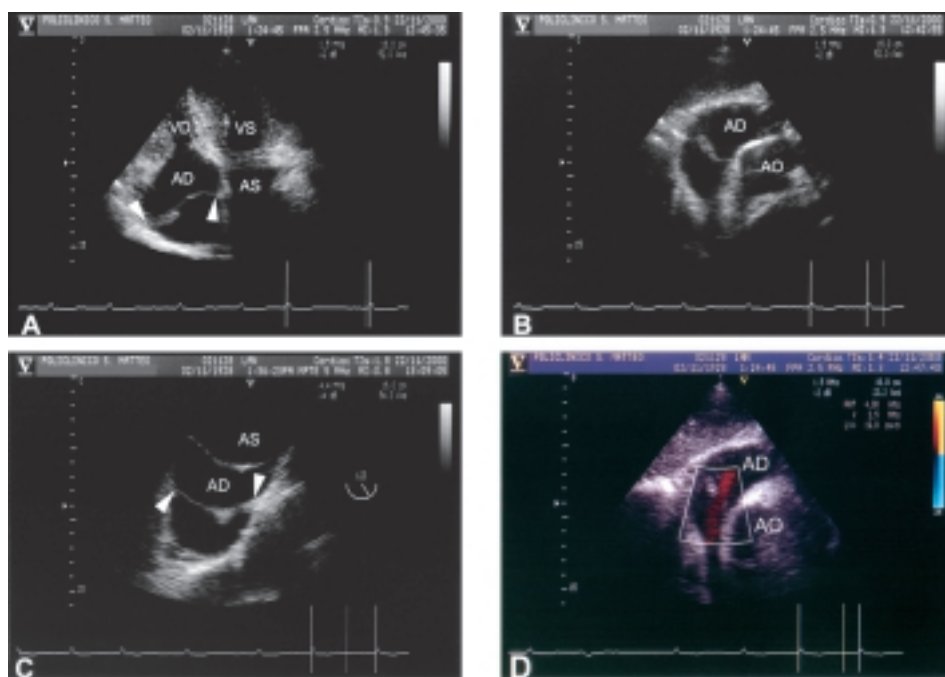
Paziente 27, 72 anni, maschio, soffio sistolico in iperteso. A: proiezione 4 camere apicale. Le frecce piene indicano la presenza di una membrana curvilinea, di aspetto continuo, di spessore disomogeneo, che dalla parete laterale dell'atrio destro si estende fino alla porzione intermedia del setto interatriale. B: proiezione asse corto sottocostale. Particolare per l'atrio destro. È ancora ben visibile la struttura a membrana, che mantiene un aspetto continuo e che sembra separare in due cavità l'atrio destro. C: esame transesofageo con sonda multiplana. A 123° in posizione mesoesofagea è visibile l'atrio sinistro separato dall'atrio destro dal setto interatriale. Nella cavità atriale destra le frecce piene delimitano la membrana tesa fra le pareti dell'atrio destro conformata in modo simile alla struttura evidenziata in proiezione 4 camere apicale. D: proiezione asse corto sottocostale. Il riquadro mostra l'interrogazione con color Doppler del flusso proveniente dalla vena cava superiore. È presente un flusso omogeneo, colorato in rosso, che non subisce accelerazioni patologiche ed ostacolo nel passaggio in atrio destro, in particolare in corrispondenza della regione ove è posizionata la membrana atriale. AO = aorta. Altre abbreviazioni come in figura 1.
